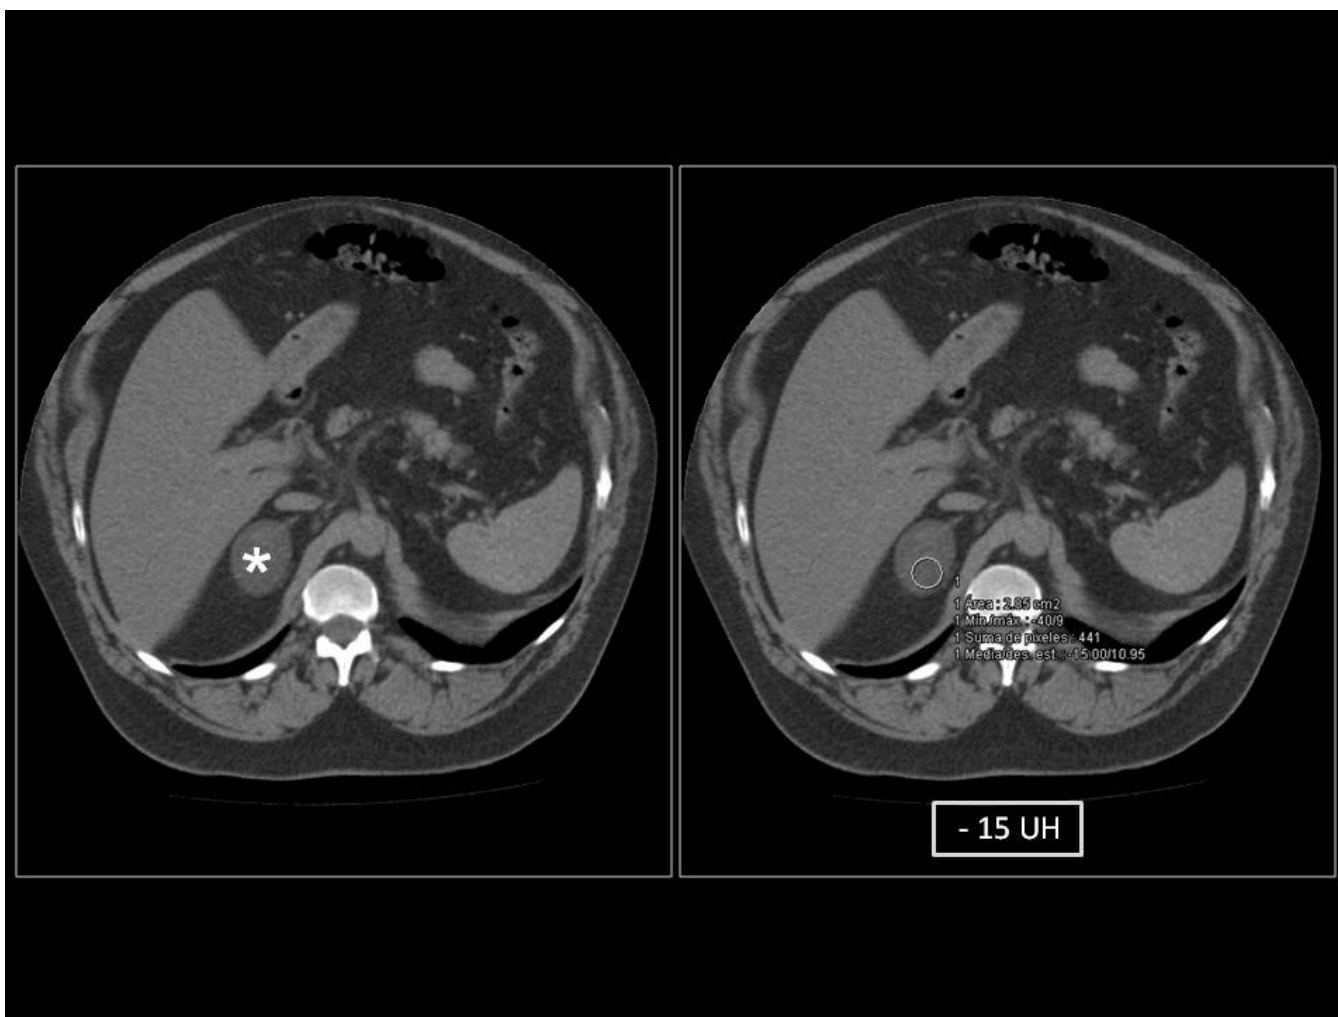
ADENOMA. TC sin contraste con cortes axiales, donde se muestra un incidentaloma suprarrenal -15 UH compatible con adenoma suprarrenal.
